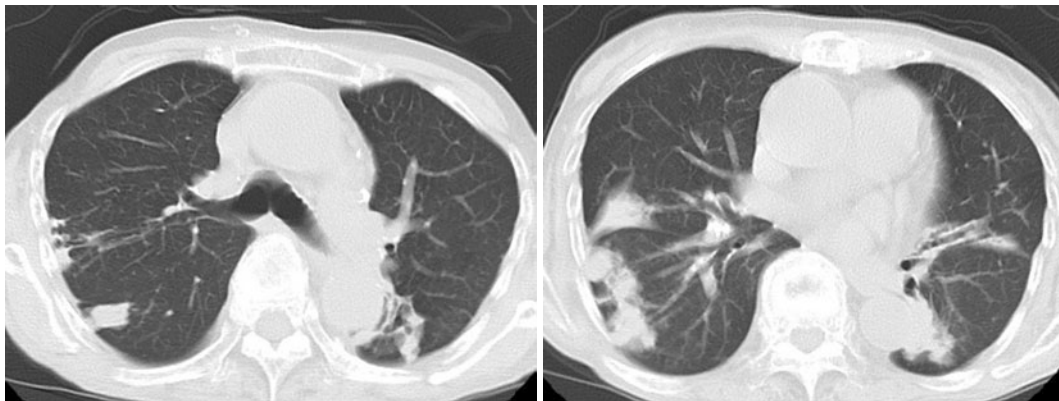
Chest CT showed improvement of the shadows 1 year after admission.
